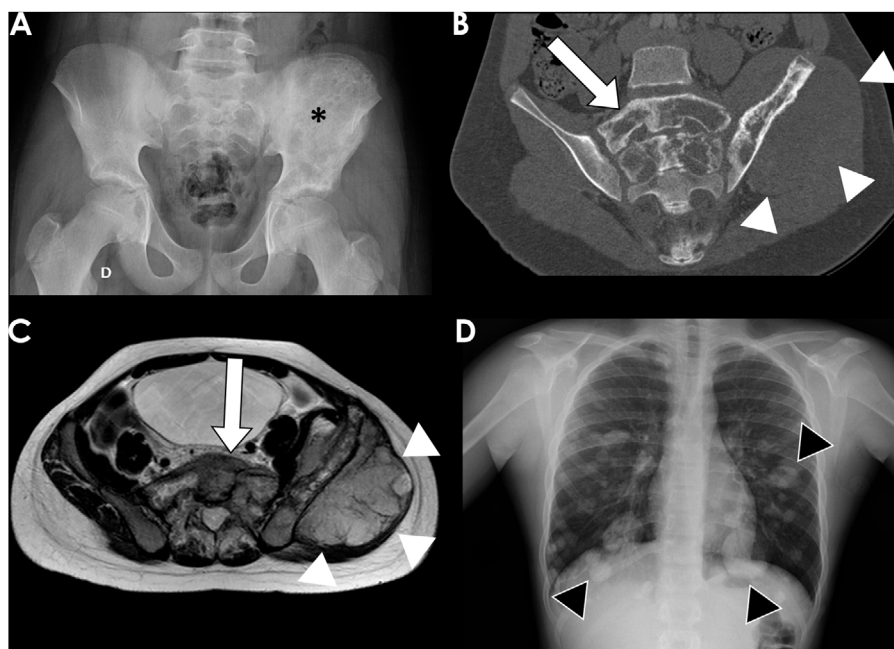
Niño de 12 años con sarcoma de Ewing del hueso iliaco izquierdo. La radiografía frontal de la pelvis (A) mostraba una extensa lesión permeativa en el ilion izquierdo (asterisco negro). La reconstrucción de TC coronal (B) delineaba mejor el tumor, su extensión al sacro (flecha blanca) y la masa de partes blandas asociada (puntas de flecha blancas), que también se muestra en la RM axial T2 (C). La radiografía de tórax posteroanterior frontal (D) demostró la presencia de metástasis pulmonares bilaterales (puntas de flecha negras).
